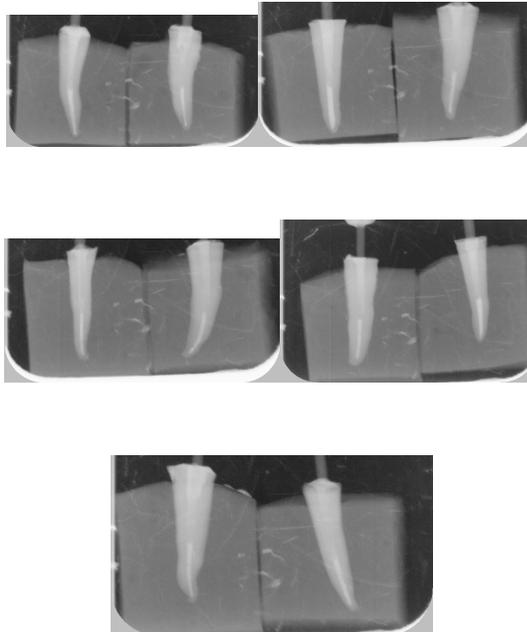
Cemento de resina convencional, Variolink y radiografías finales posterior a la cementación del poste.
